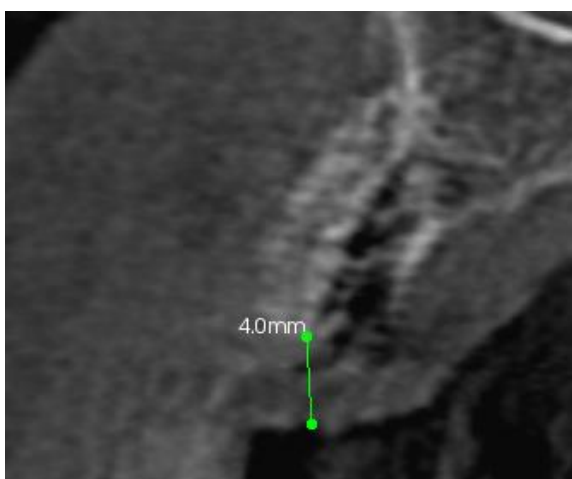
Imagine la CT a maxilarului superior care reprezintă calcularea grosimii în mm a gingivomucoasei după perioada de vindecare
